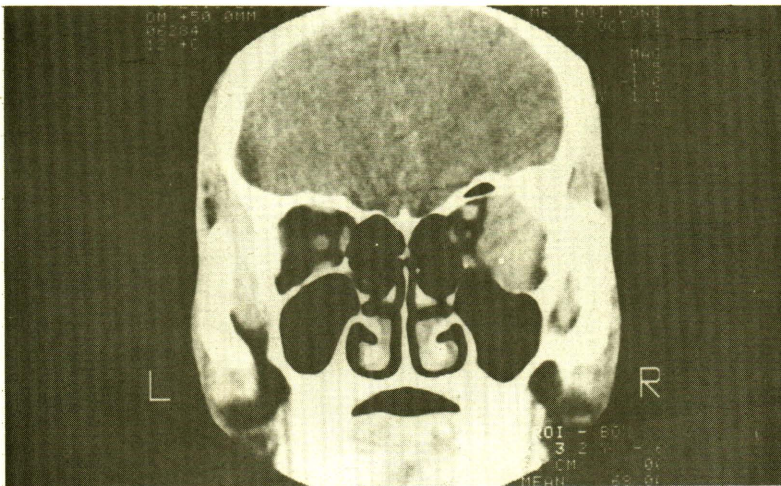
Benign mixed tumor of lacrimal gland. Coronal CT scan of 24 year-old male with one year history of exophthalmos and blurred vision of the right eye showed homogeneously enhancing isodense mass in the superolateral aspect of the right orbit (location of the lacrimal gland) with infiltration into the lateral rectus muscle. Medial displacement of the small optic nerve and local bone erosion were well demonstrated.
